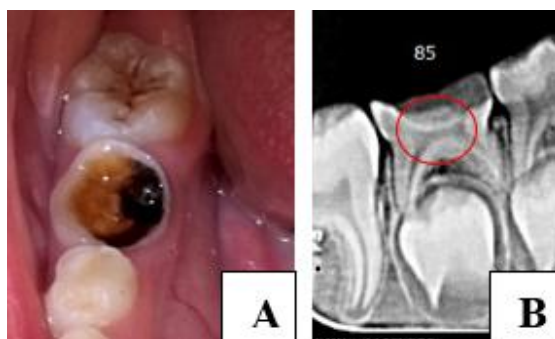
Gigi 75 Sebelum Perawatan (A), Radiografi Gigi 75 Sebelum Perawatan (B)
